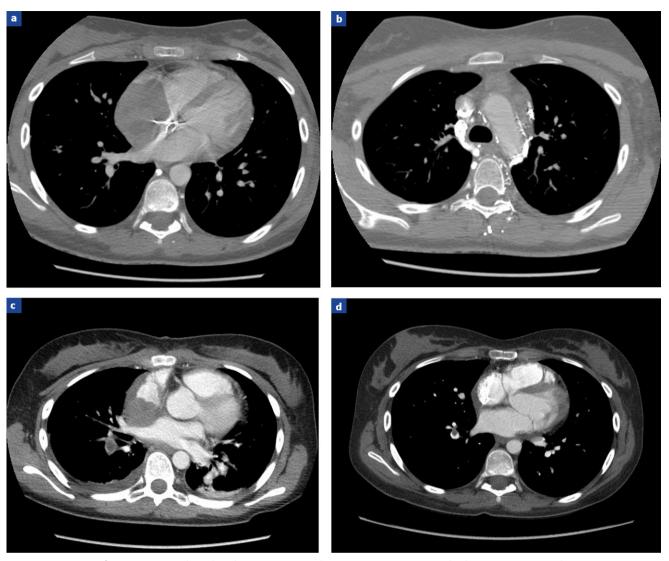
Observation n° 1: tomodensitométries (TDM) coupes axiales après injection d'iode; a : TDM préopératoire, coupe 4 cavités. Tumeur de l'oreillette droite, développée aux dépends de son bord libre, obstruant sa lumière et comprimant l'oreillette gauche; b : TDM préopératoire, coupe au niveau de la crosse de l'aorte. Adénopathies médiastinales antérieures préaortiques et para-aortiques gauches; c : TDM postopératoire, coupe passant par l'oreillette gauche. Résidu tumoral postopératoire en arrière de l'oreillette droite, comprimant l'oeillette gauche. Volumineuse embolie pulmonaire centrale droite; d : TDM en fin de traitement, coupe passant par l'oreillette gauche. Masse tissulaire paracardiaque droite résiduelle. Embolie pulmonaire de l'artère lobaire inférieure droite.
